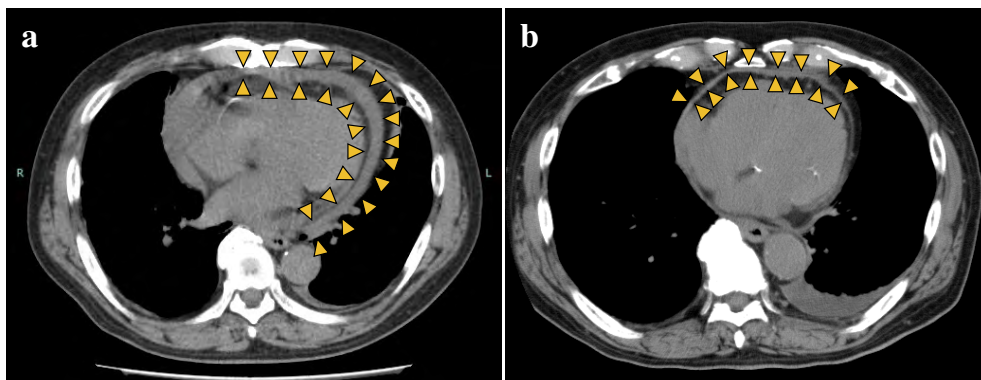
CT of the thorax.
